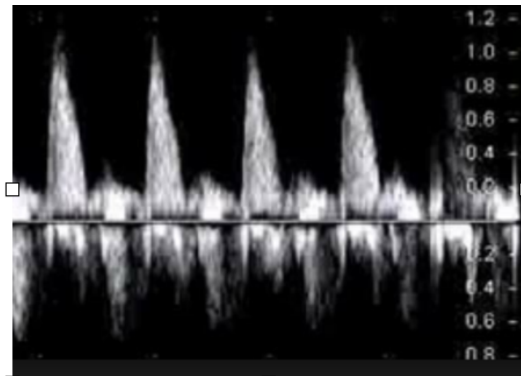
Modo doppler espectral.
